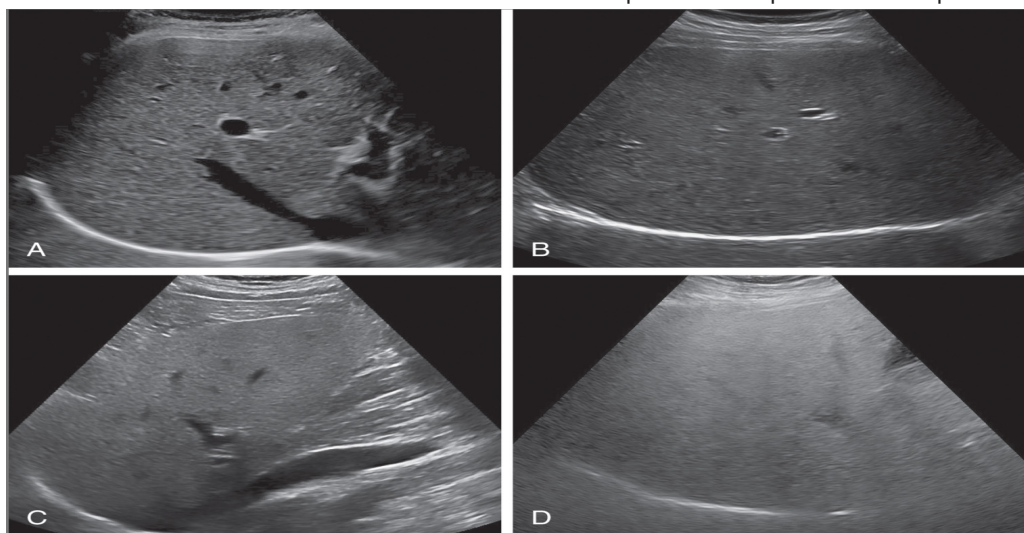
Ky imazh ilustron ndryshimin në ekogenicitetin e mëlçisë në gradat e steatozës: (A) - normal, (B) - lehtë, (C) - moderate, (D) - e rëndë. Tregohet se me rritjen e yndyrës në mëlçi, rritet edhe ekogeniciteti i mëlçisë, duke ulur qartësinë e strukturave vaskulare dhe strukturave të thella (https://radiologykey.com/noninvasive-assessment-of-liver-steatosis-with-ultrasound-techniques/?utm_source=chatgpt.com).
